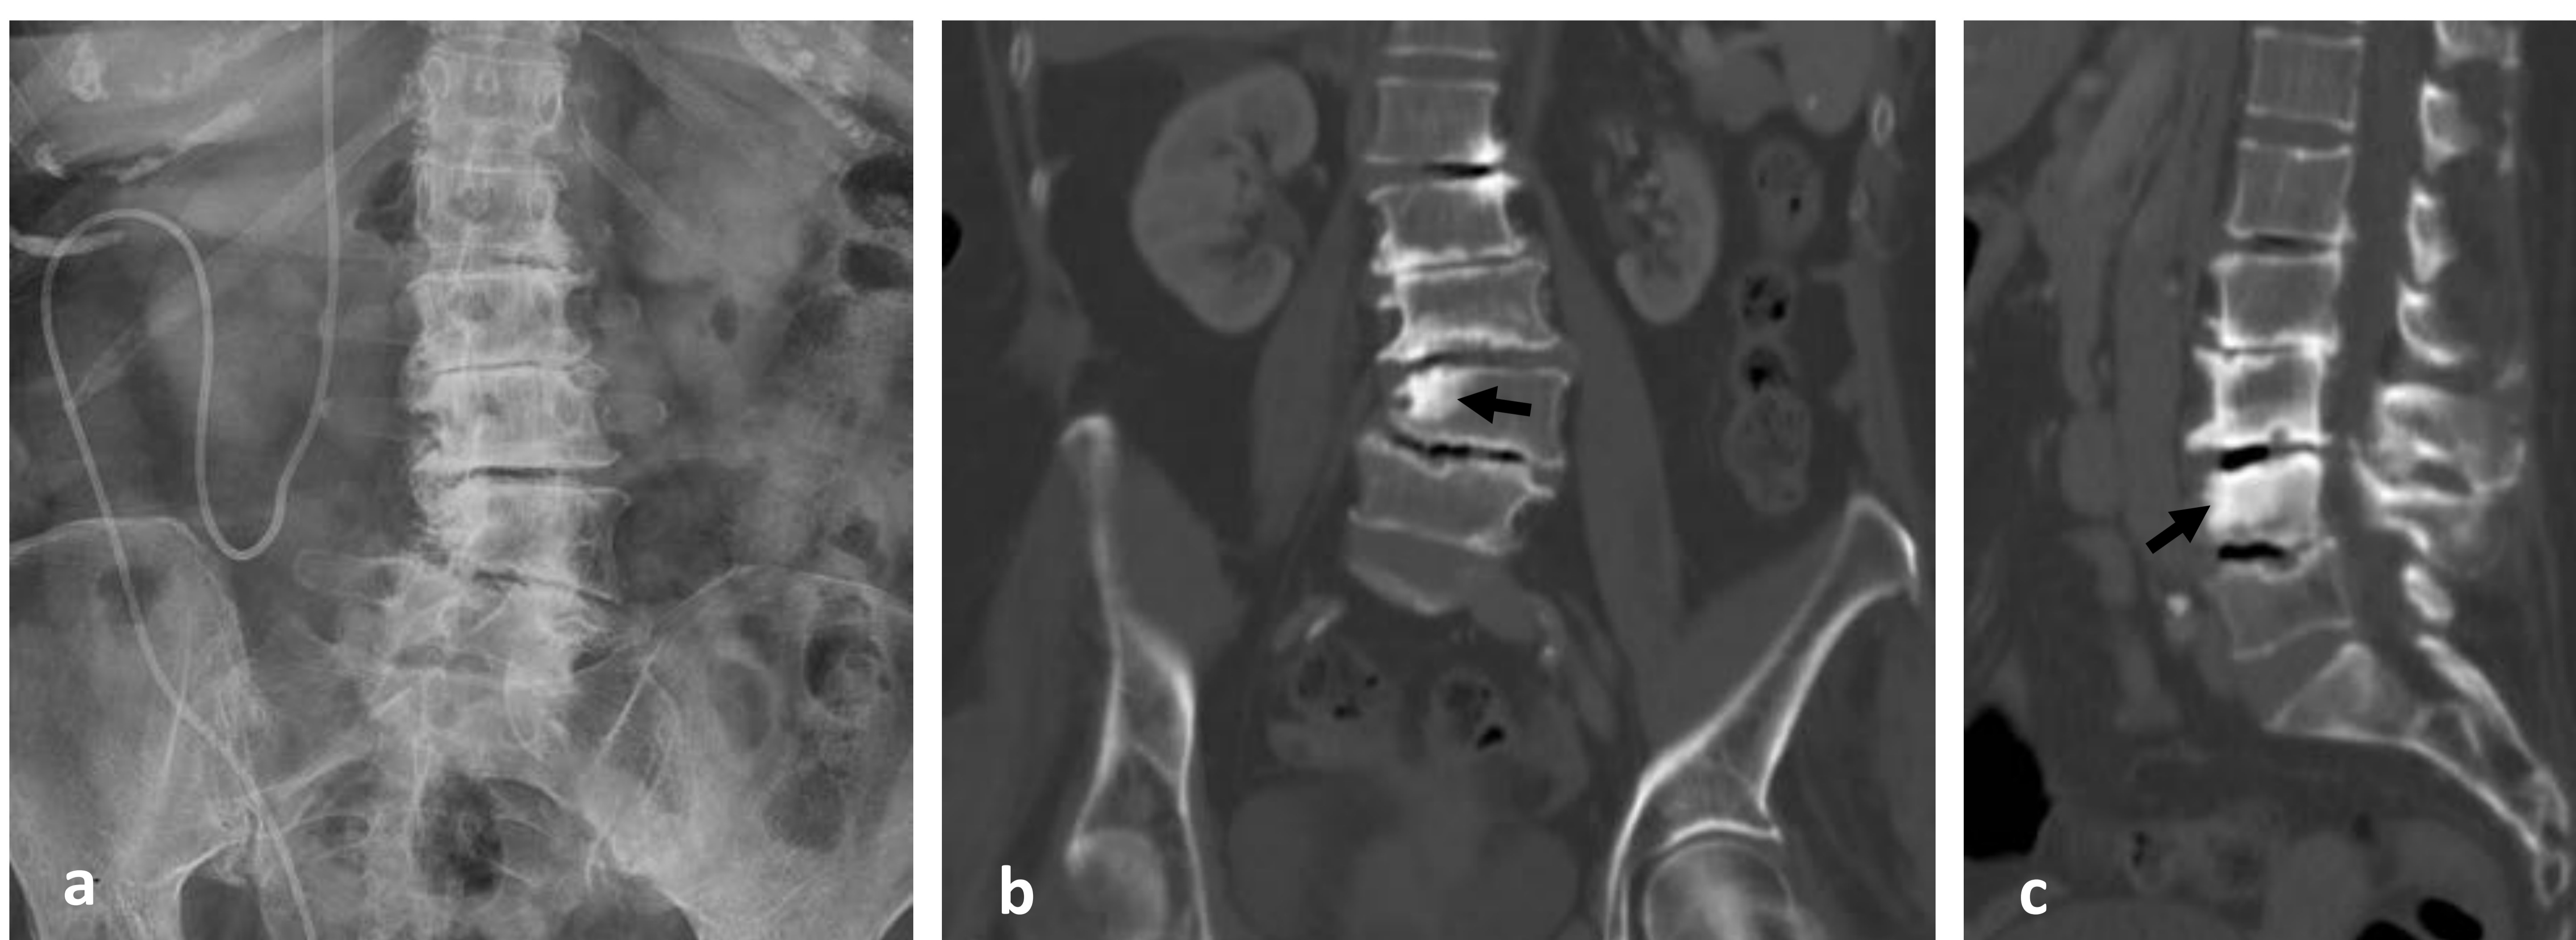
(a) RX de columna lumbar AP. Marcados cambios espondilósicos y por discopatía degenerativa, con reducción de la altura de los espacios intervertebrales y esclerosis adyacente. (b, c) TC de columna lumbar, ventana de hueso, coronal y sagital. Áreas esclerosas adyacentes a los platillos vertebrales en L2, L3 y L4, una de ellas con forma pseudonodular en L4 (*flecha*). Espondilolistesis leve L4-L5.
